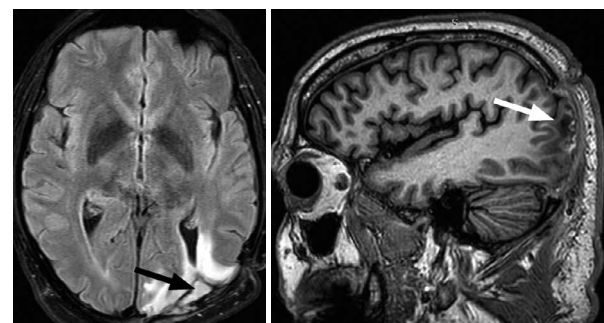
Клиническое наблюдение 3. Результаты МРТ: аксиальная (а) и сагиттальная проекции (б) с контрастным усилением. Абсцесс левой затылочной доли (стрелка).
